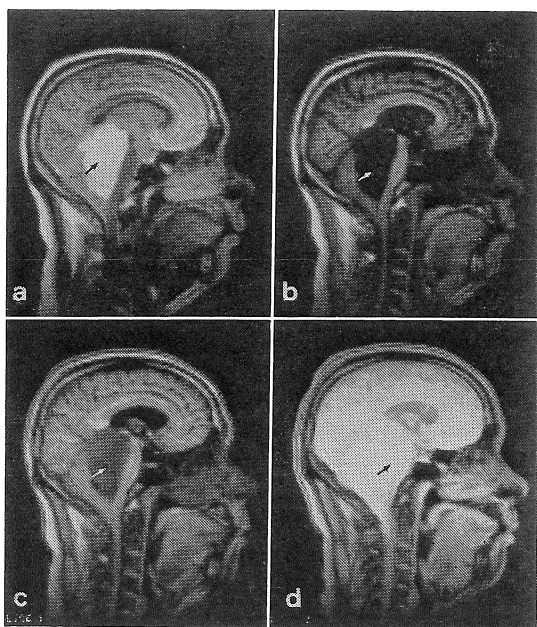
NMR-CT images in a case of posterior fossa ependymoma.
